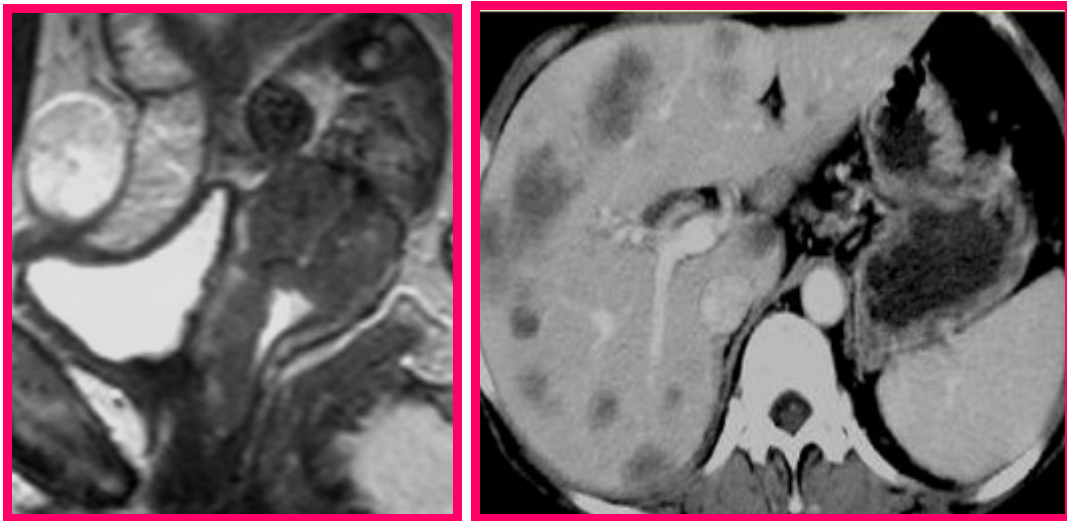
IRM coupe Sagittal T2 Lésion cervicale infiltrant la face antérieure du vagin
